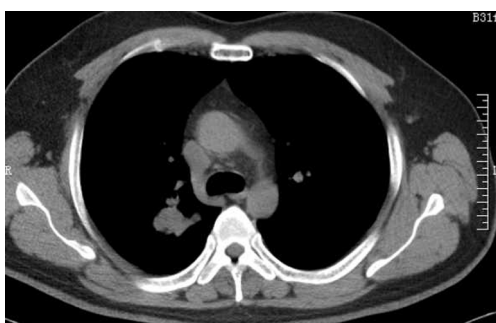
胸部CT示右肺上叶占位较之前增大(2019年2月)
